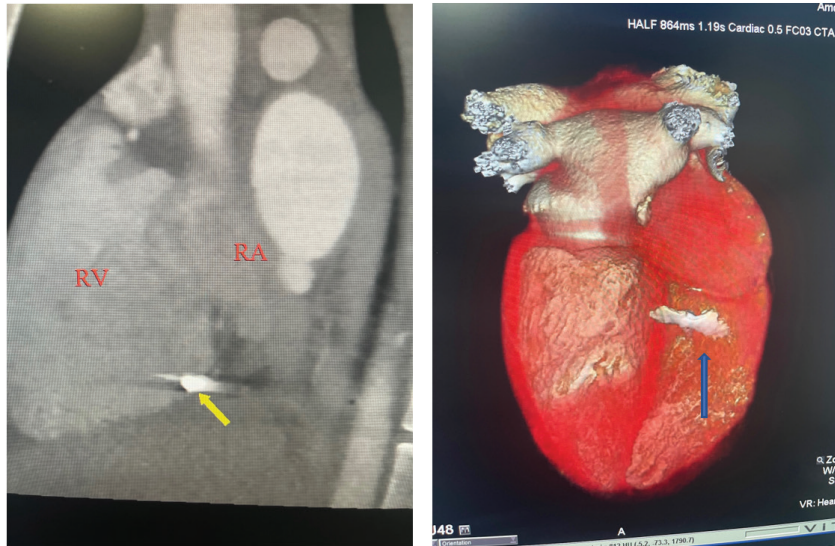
КТ з контрастуванням демонструє наявність металевго уламка в порожнині правого шлуночка близько фіброзного кільця тристулкового клапана
